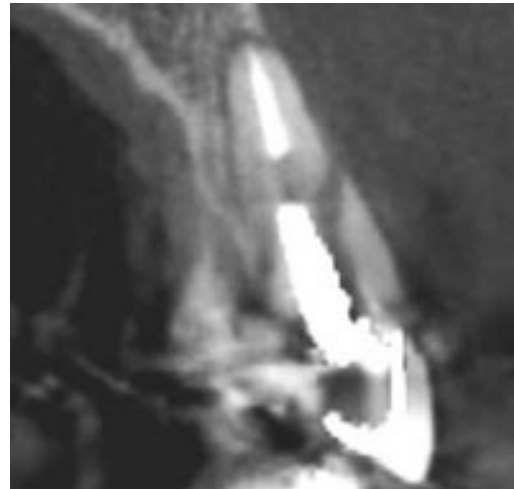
Tomografía axial que muestra fractura vertical en una pieza anterior.
